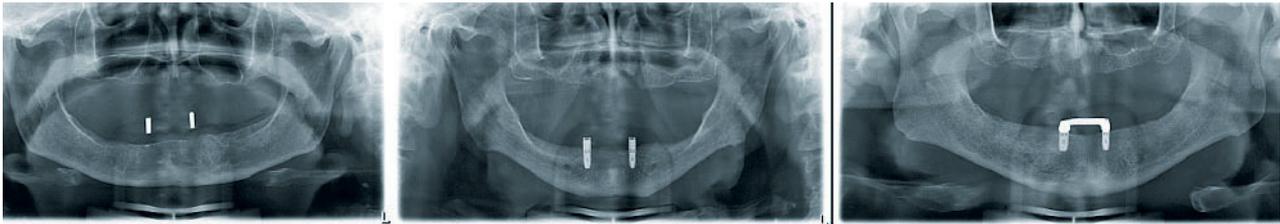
Orthopantomogramme mit Röntgenschablone, sowie nach Implantation und Einschrauben der Locator- oder Steg-Attachments.
